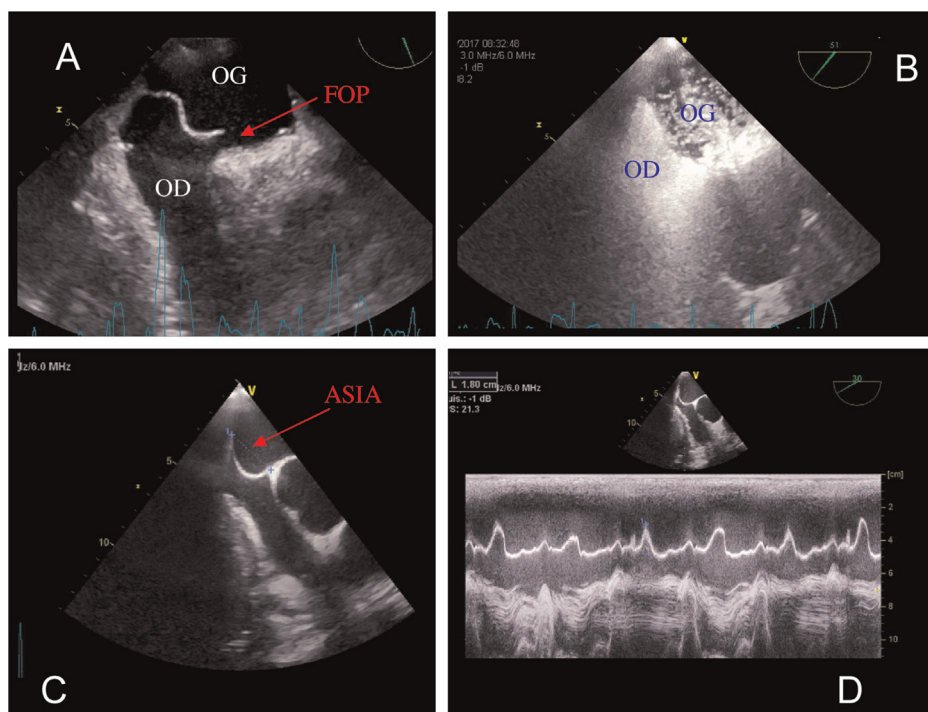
Échographie transœsophagienne (ETO) d'un patient porteur d'un large foramen ovale perméable (FOP). Aspect d'un large FOP et d'un anévrisme du septum inter-atrial (ASIA). Test aux bulles très positif : aspect en tempête de neige. ASIA de large base d'implantation : 25 mm. Hypermobilité du septum inter-atrial : excursion du SIA mesurée en mode TM : 18 mm. OG, OD.
